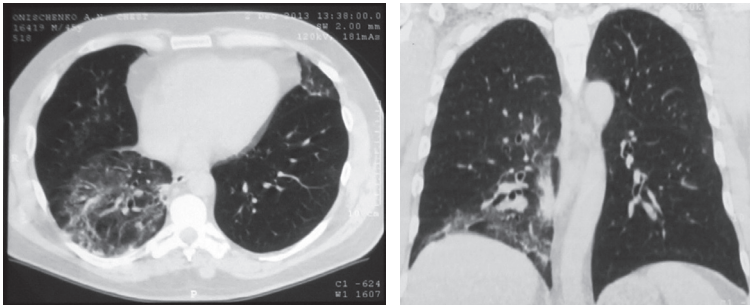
КТ ОГП хворого С. на 14 день захворювання
